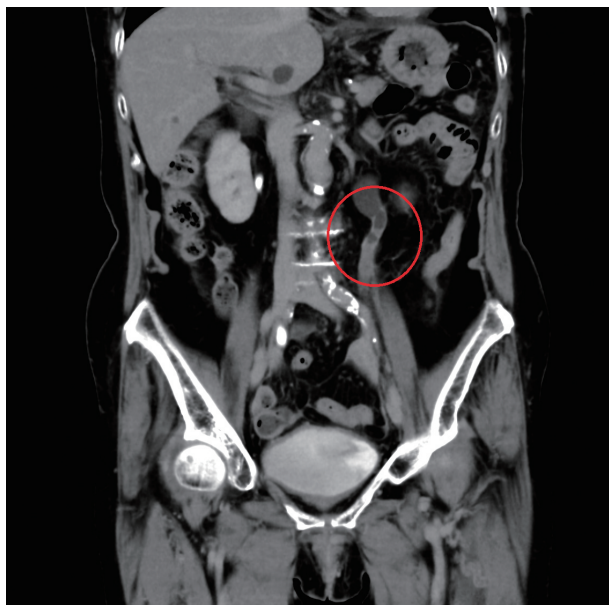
Contrast computed tomography shows a mass at the left mid ureter and hydronephrosis.
